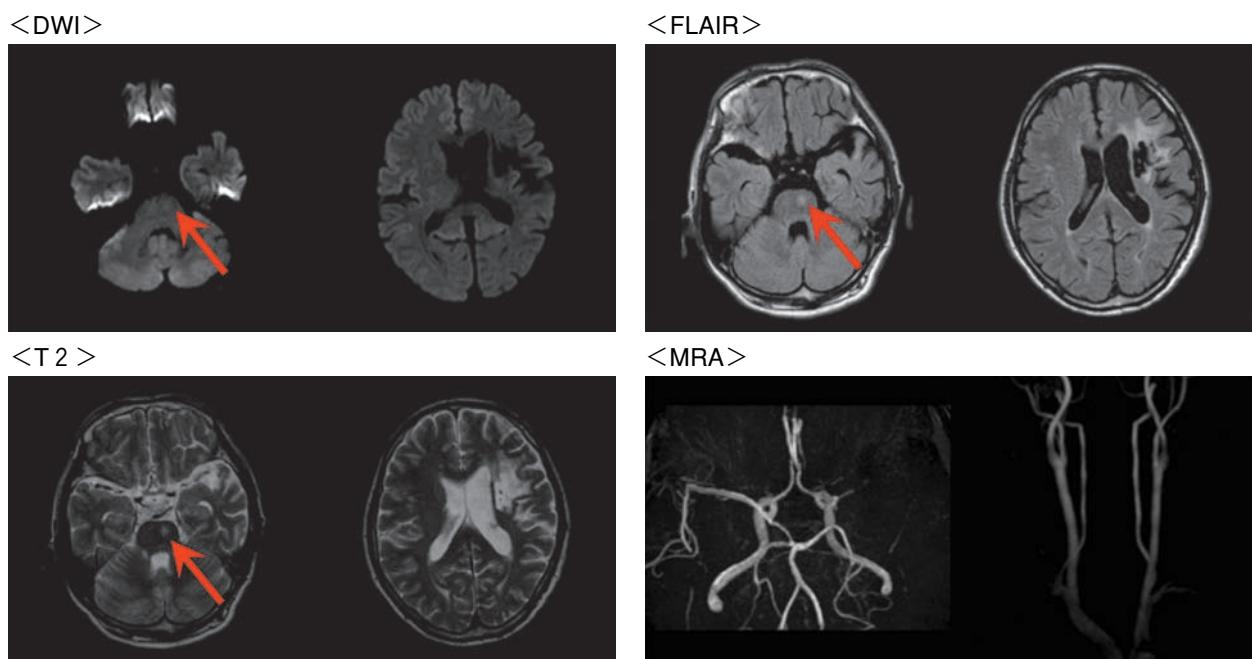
再発時頭部MRI/MRA（眩暈症状出現の約10日後）
